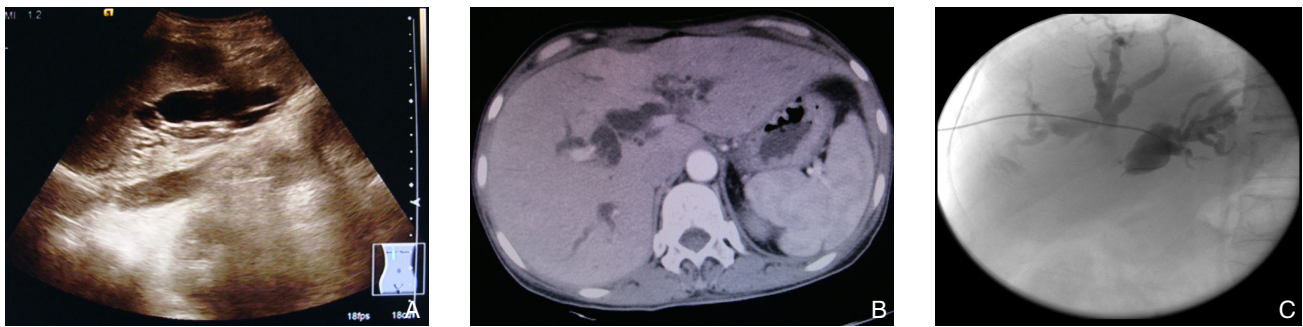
超声联合X线引导下PTCD术 A:术前B超;B:术前CT;C:PTCD术
